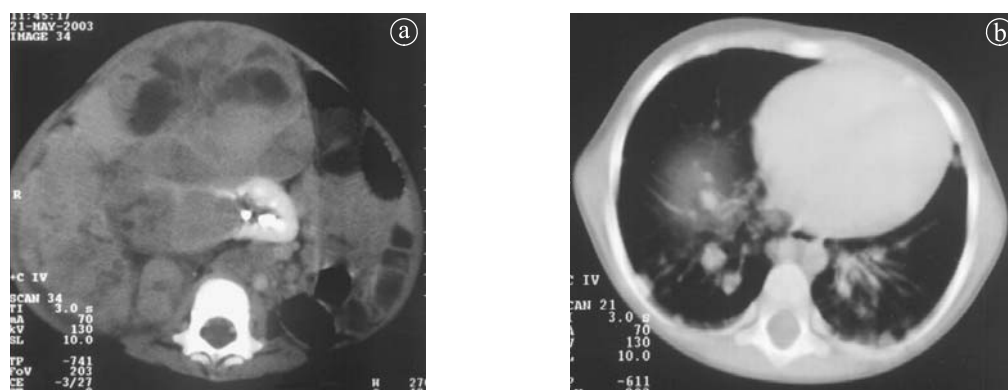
Nefroblastom masiv. Secțiune axială CT. a) formațiune voluminoasă care depășește capsula, infiltrază peretele abdominal, depășește linia mediană. Multiple adenopatii retroperitoneale. b) metastaze pulmonare bilaterale
